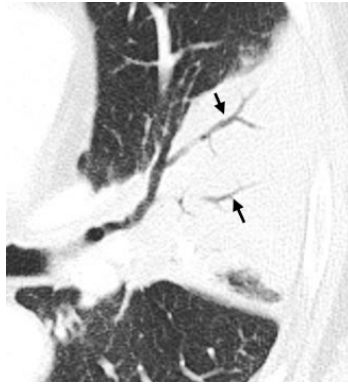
Corte transversal de TAC muestra broncograma aéreo con bronquios llenados de aire (flechas) contra el fondo de los pulmones de alta atenuación.
